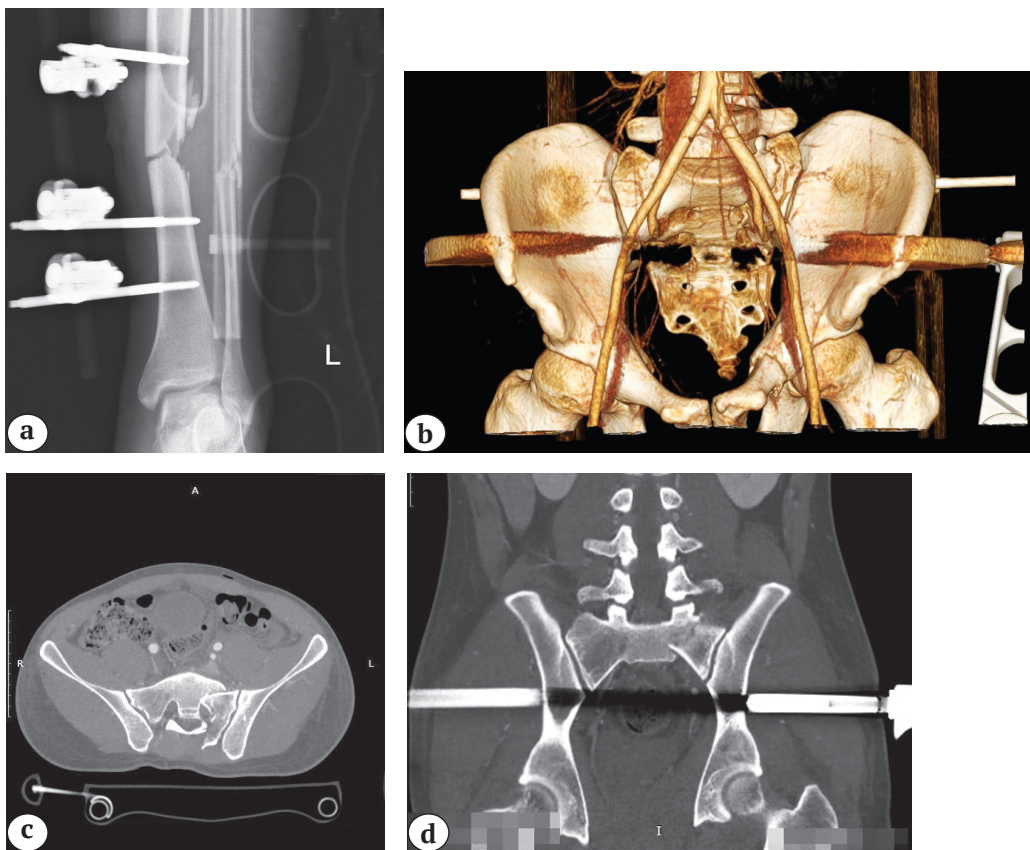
Инструментальная визуализация переломов таза и левой голени: а – рентгенограмма костей левой голени – фиксация в АВФ; б – КТ таза с контрастированием, 3D-реконструкция, фиксация С-рамой; в – КТ таза, аксиальная проекция; д – КТ таза, коронарная проекция
